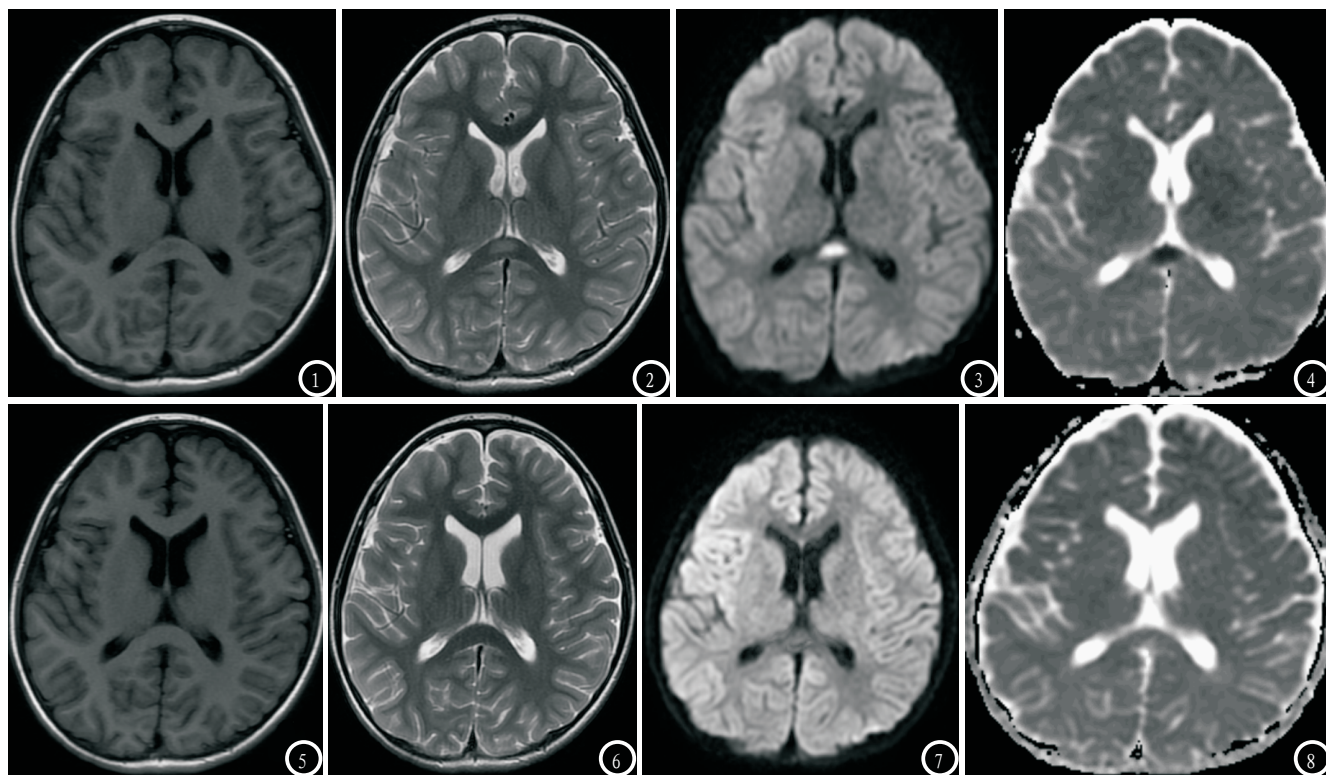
男, 11岁, 因“发热4天, 呕吐3天, 头痛2天”入院。图1-4 为首次MRI检查, 显示病变累及胼胝体压部, T<sub>1</sub>WI(图1)呈稍低信号, T<sub>2</sub>WI(图2)呈稍高信号, DWI(图3)呈明显高信号, ADC图(图4)呈低信号。图5-8 为治疗13天后复查MRI, T<sub>1</sub>WI(图5)、T<sub>2</sub>WI(图6)、DWI(图7)及ADC图(图8)均显示胼胝体压部异常信号消失。
